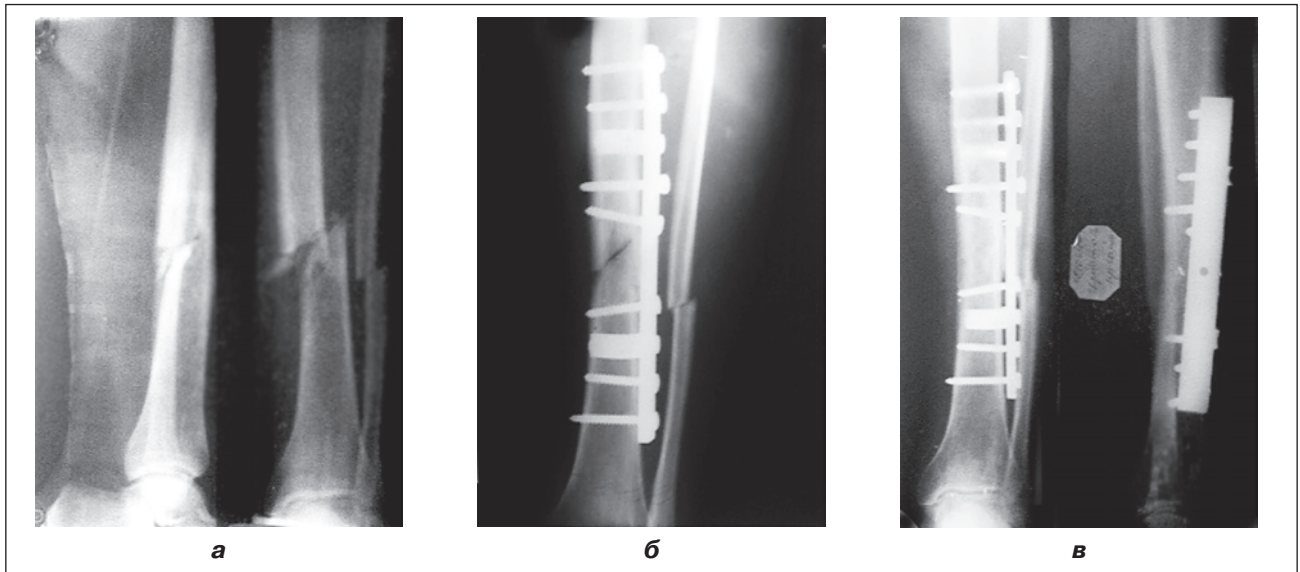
Фотовідбиток рентгенограми хворого із фрагментарним ПКГ, синтезованим ПФКВ на 11 отворів
